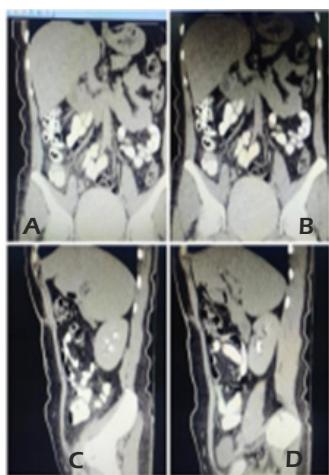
Tomografía postoperatoria. Se observa estudio de imagen postoperatorio en plano coronal (A y B) y plano sagital (C y D)
